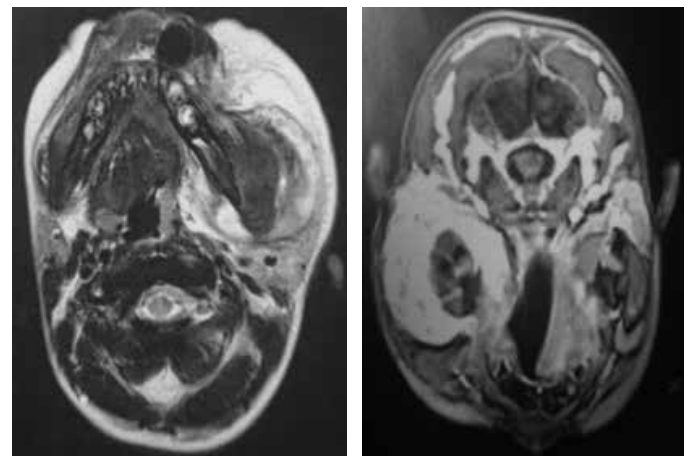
Ressonância magnética do crânio com hiperssinal em T2, evidenciando osteomielite de mandíbula com abscesso.
